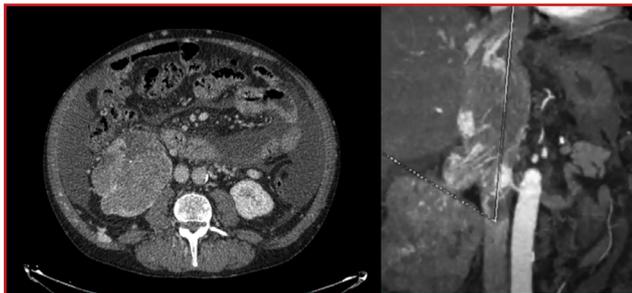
Imágenes de tomografía computarizada donde se ve el tumor en riñón derecho y el trombo en vena cava inferior.
